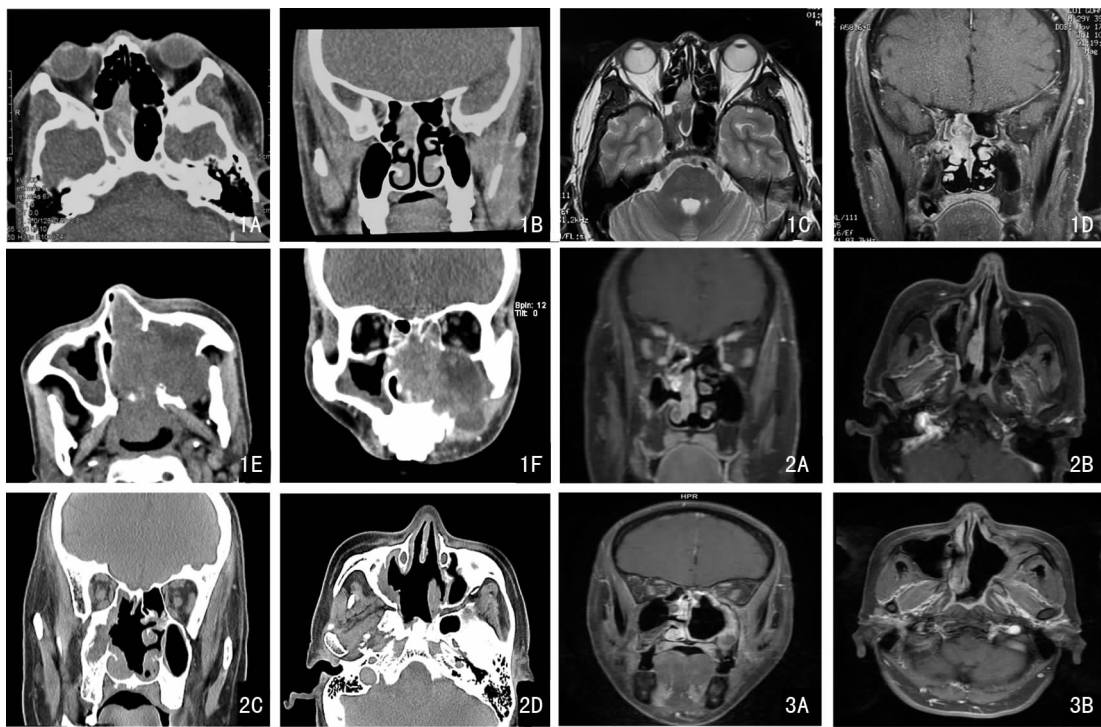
non-ITAC手术前患者影像学检查 1A~D:病例1肿瘤主体位于右侧蝶窦口;1E、F:病例2左侧鼻腔、上颌窦内肿物,穿过鼻中隔突入对侧鼻腔 图2 non-ITAC患者手术前后影像学对照(病例6) 2A、B:术前MRI;2C、D:术后1年CT 图3 non-ITAC患者随访6年后MRI(病例3) 3A:冠状位;3B:水平位
